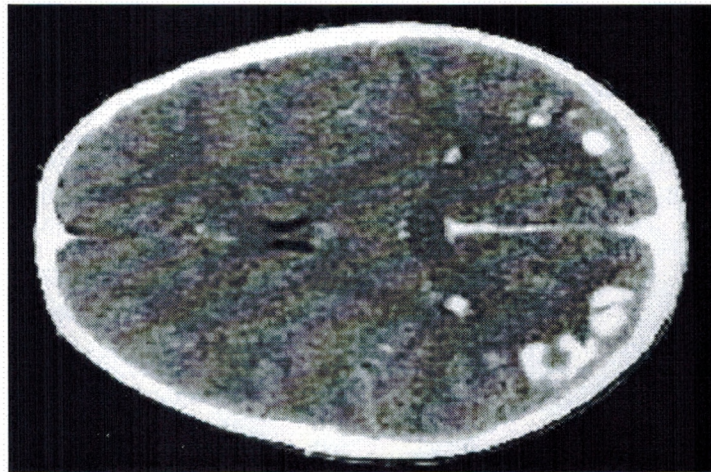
TDM cérébrale montre de la calcification occipitale chez un malade cœliaque.
